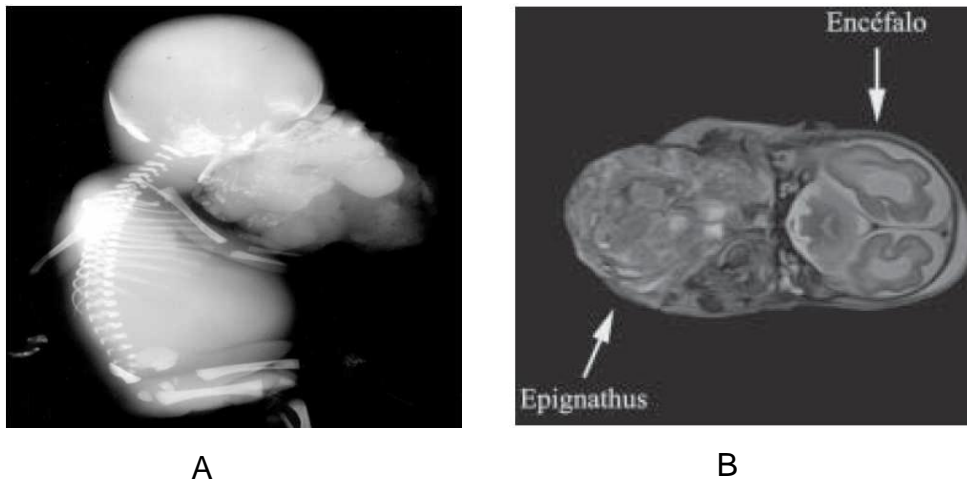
A. Imagen radiológica de un recién nacido con epignathus. Tomado de Rivero y cols.⁽²⁹⁾ B. Resonancia Magnética de un recién nacido con epignathus. Tomado de Escobar y cols.⁽¹⁰⁾
